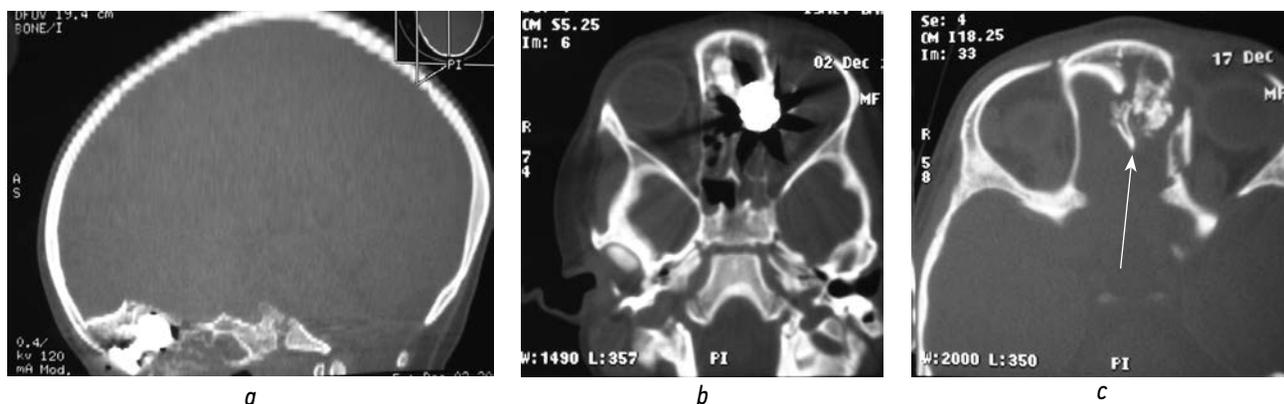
Компьютерные томограммы черепа (визуализация в костном режиме): *a* — боковая проекция — инородное тело в области левой орбиты и решетчатого лабиринта; *b* — поперечный срез на уровне инородного тела; *c* — поперечный срез — стрелка указывает на оскольчатые переломы медиальной стенки орбиты слева
